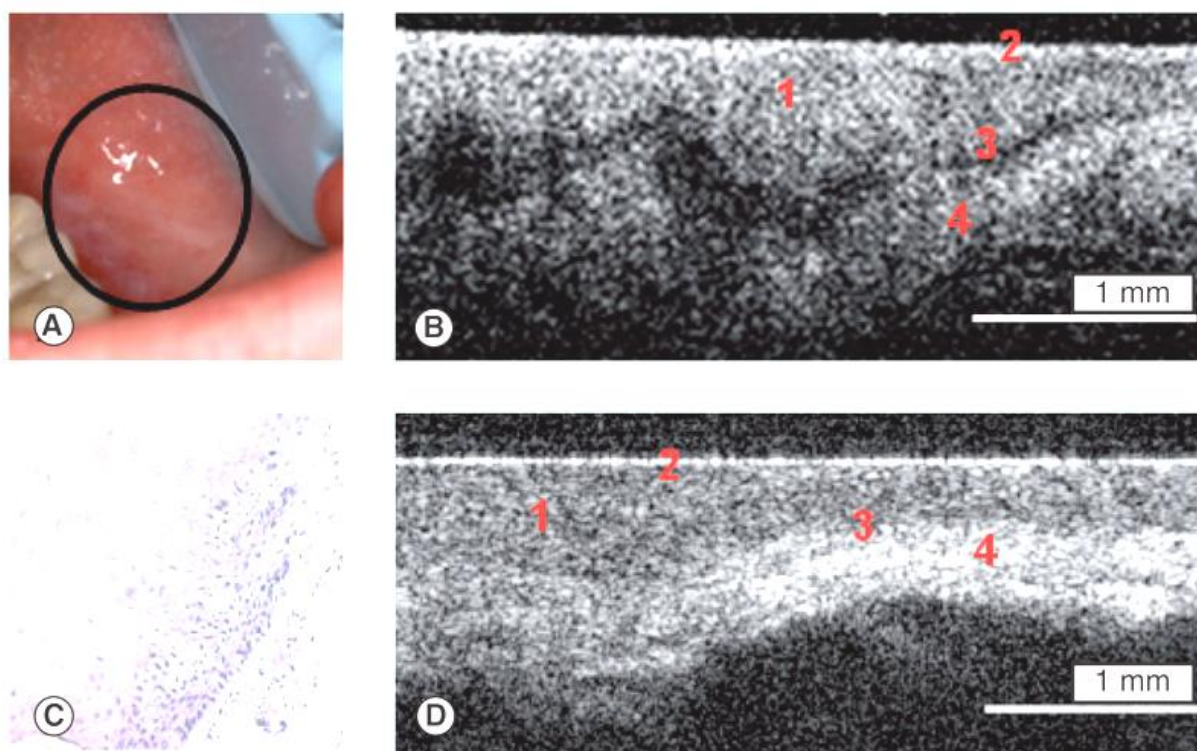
Оптическая когерентная томография СОПР
